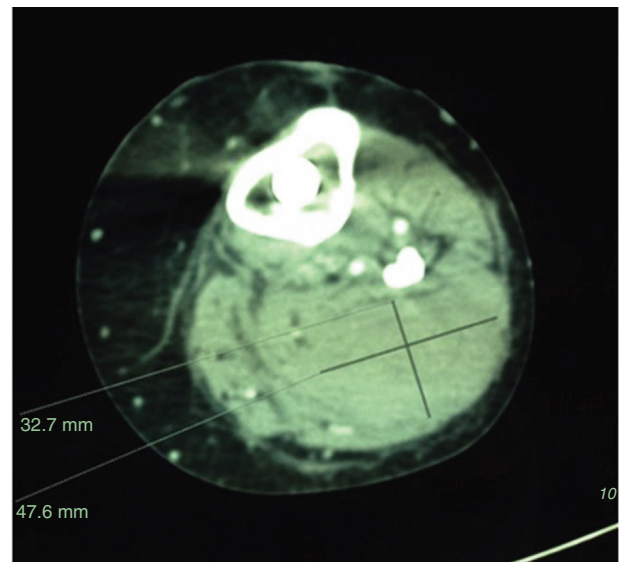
CT de falso aneurisma tras prótesis total de rodilla.
